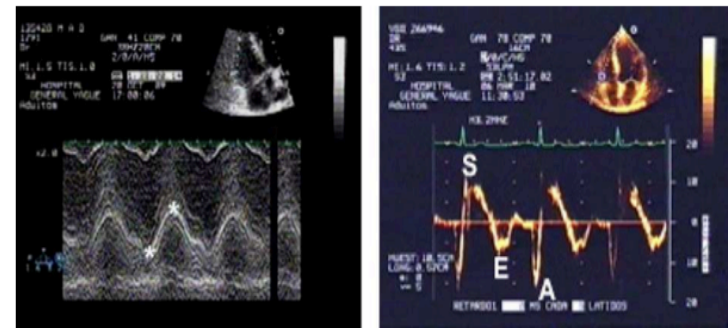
Desplazamiento sistólico del anillo tricúspide (TAPSE) representado entre los dos asteriscos (1) y registro de la velocidad de la onda sistólica mediante Doppler tisular (2) mostrando una onda sistólica (S) y dos retrogradas E y A. Registros normales.
